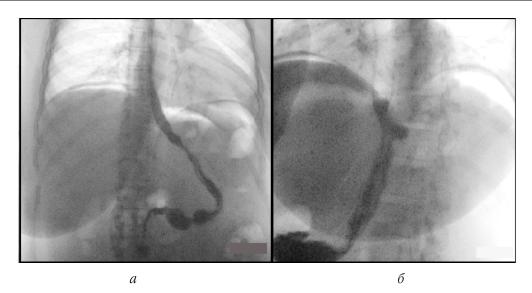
Рентгеноскопия желудка с водорастворимым контрастом в прямой (а) и боковой (б) проекциях, в положении стоя. Данных о наличии затека за пределы контуров желудка не выявлено
